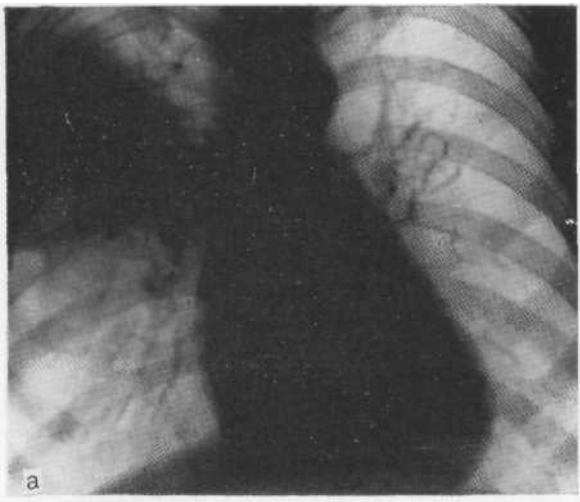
Рентгенограммы в прямой (а) и правой боковой (б) проекции больного пневмонией верхней доли справа. Горизонтальная междолевая линия втянута. Часть переднего и верхушечного сегментов свободна от инфильтрации. Полное рассасывание через 5 нед.
